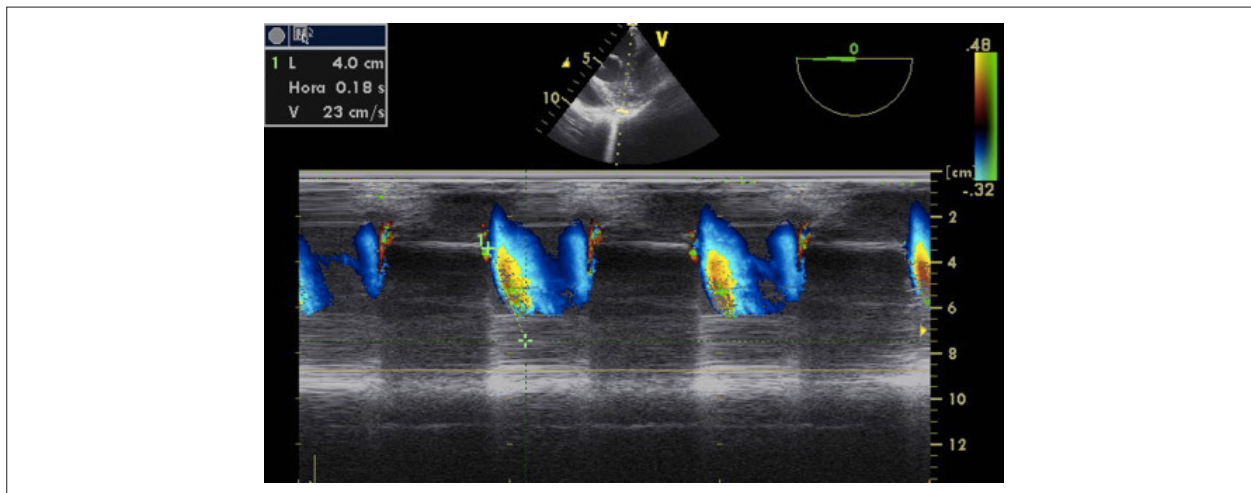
Doppler colorido modo M da avaliação diastólica.
